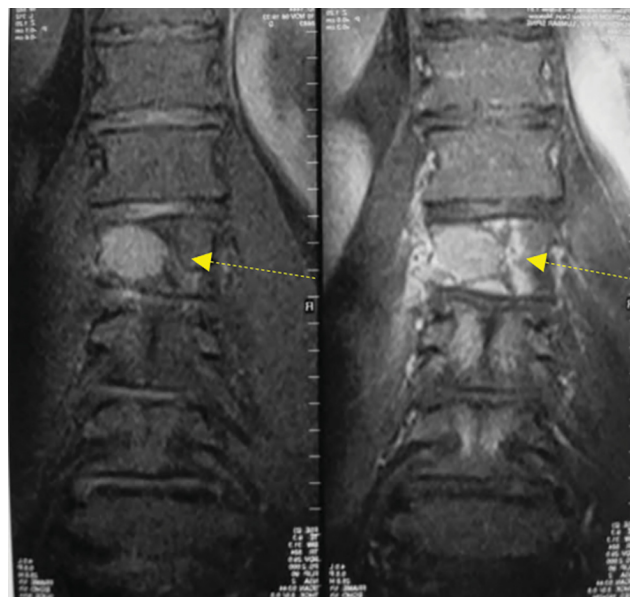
МРТ поясничного отдела позвоночника, T1-ВИ (слева) и T2-ВИ (справа), фронтальный срез. Очаговое поражение левой половины тела L1 позвонка (желтая стрелка) с переходом на левую часть дуги позвонка, с выходом в просвет позвоночного канала и за пределы позвонка в паравerteбральные ткани слева
